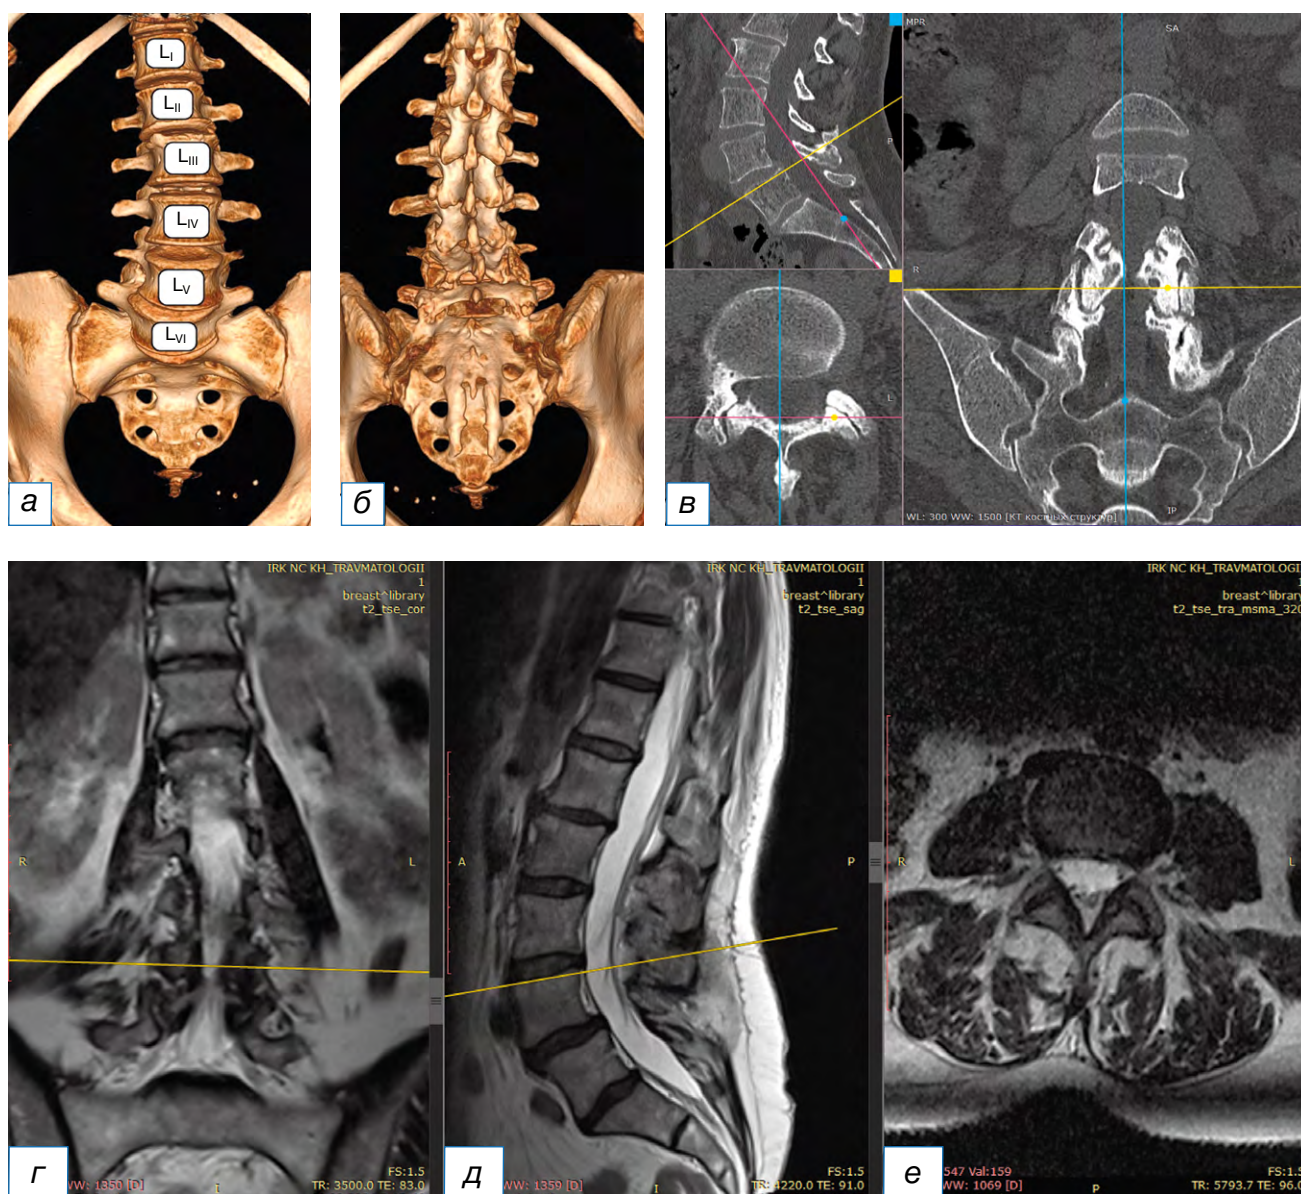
Люмбализация по результатам мультиспиральной компьютерной томографии: 3D-МСКТ, передняя проекция (а), 3D-МСКТ, задняя проекция (б), МСКТ-реконструкция с полипроекционным сканом на уровне L_4-L_5 (в). Показано шесть поясничных позвонков. Левосторонний сколиоз с искривлением позвоночника до 170° , с вершиной дуги на L_4 . Гиперлордоз. Тело позвонка L_5 смещено вентрально на 0,46 см (антеспондилолистез I степени). Спондилоартроз L_4-L_5 , L_5-L_6 , III степень по D. Weishaupt [14]. Люмбализация по результатам магнитно-резонансной томографии, T2-взвешенное изображение: фронтальная (г), сагиттальная (д) и аксиальная (е) проекции с гиперинтенсивным сигналом в дугоотростчатых суставах L_4-L_5 , L_5-L_6 , III степень по A. Fujiwara [14].
